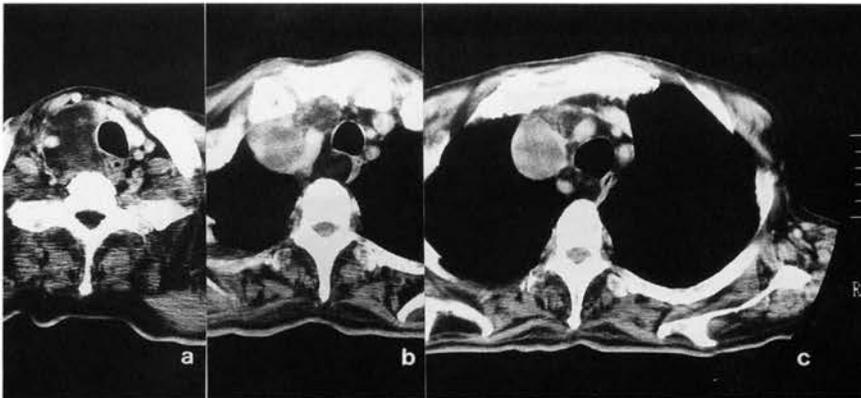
図13と同一症例。CT(a、b、c)。頸部腫瘍部分はFat densityで総頸動脈を取り囲む。胸部ではdensityが異なる。
